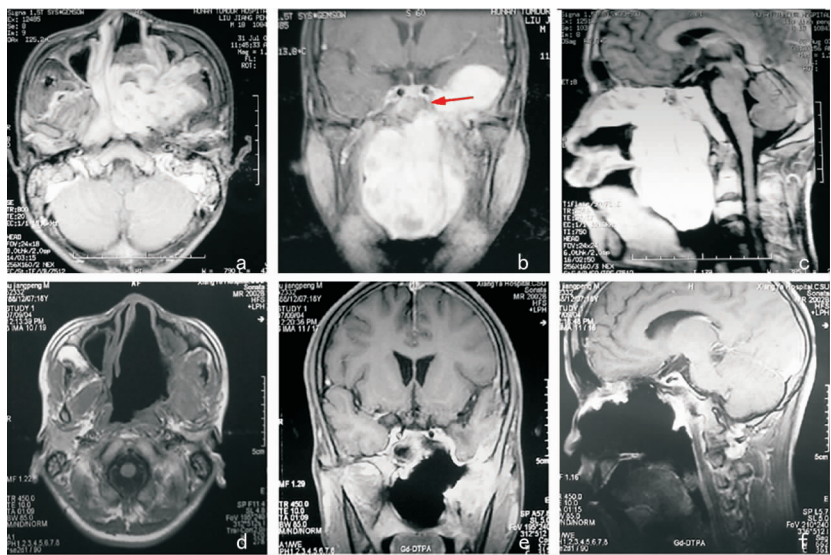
内镜下扩大上颌窦后壁入路鼻咽纤维血管瘤切除 a、b、c:术前 MRI 示肿瘤经左侧海绵窦下外侧壁侵入海绵窦,海绵窦段颈内动脉向内侧移位,部分肿瘤突破硬脑膜进入颅内;d、e、f:术后 MRI 示颅内外及海绵窦内的肿瘤均被完整切除
